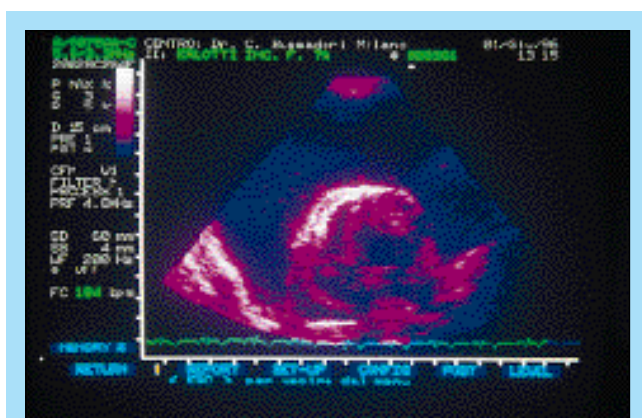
Ecocardiografia bidimensionale parasternale sinistra apicale quattro camere: si osserva il notevole ispessimento dell'epicardio e la presenza di formazioni villose sulla sua superficie.
